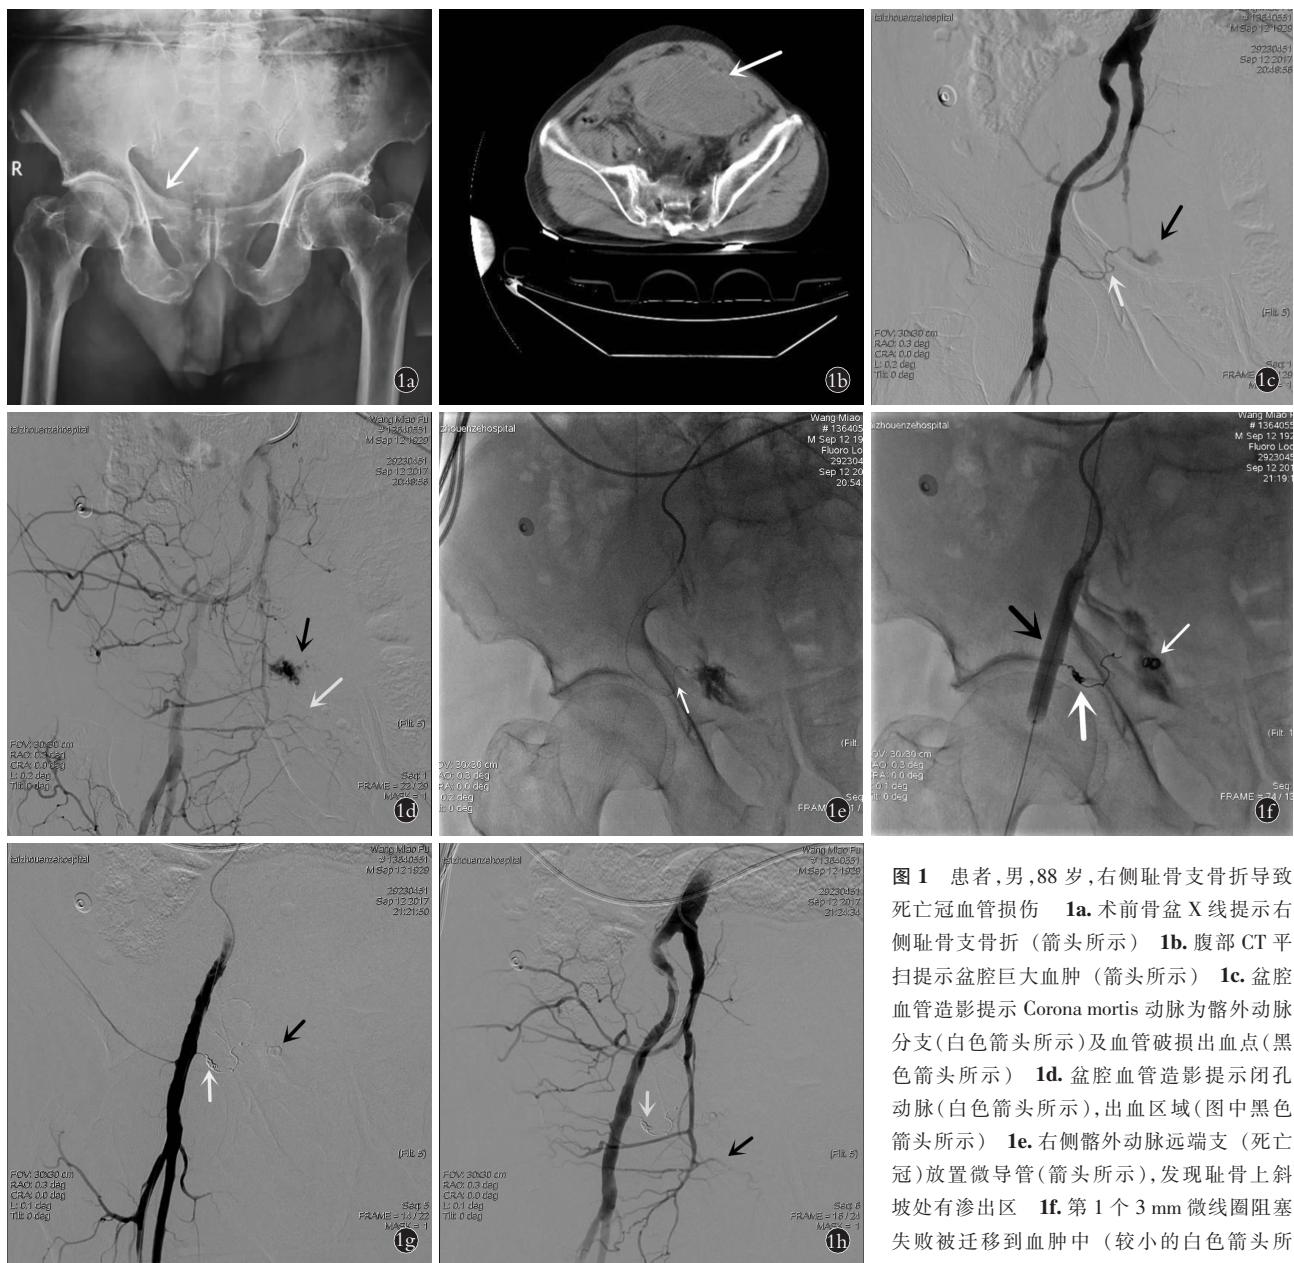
患者,男,88岁,右侧耻骨支骨折导致死亡冠血管损伤 1a.术前骨盆X线提示右侧耻骨支骨折(箭头所示) 1b.腹部CT平扫提示盆腔巨大血肿(箭头所示) 1c.盆腔血管造影提示Corona mortis动脉为髂外动脉分支(白色箭头所示)及血管破损出血点(黑色箭头所示) 1d.盆腔血管造影提示闭孔动脉(白色箭头所示),出血区域(图中黑色箭头所示) 1e.右侧髂外动脉远端支(死亡冠)放置微导管(箭头所示),发现耻骨上斜坡处有渗出区 1f.第1个3mm微线圈阻塞失败被迁移到血肿中(较小的白色箭头所示),随后又通过左侧股动脉将一个12mm
